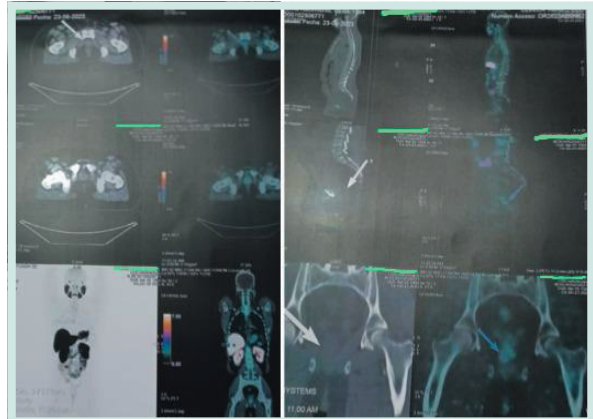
PET/CT 18F-PSMA (2022): captación focal en la base del pene derecho (SUVmax 3,47; 1,1 cm)
